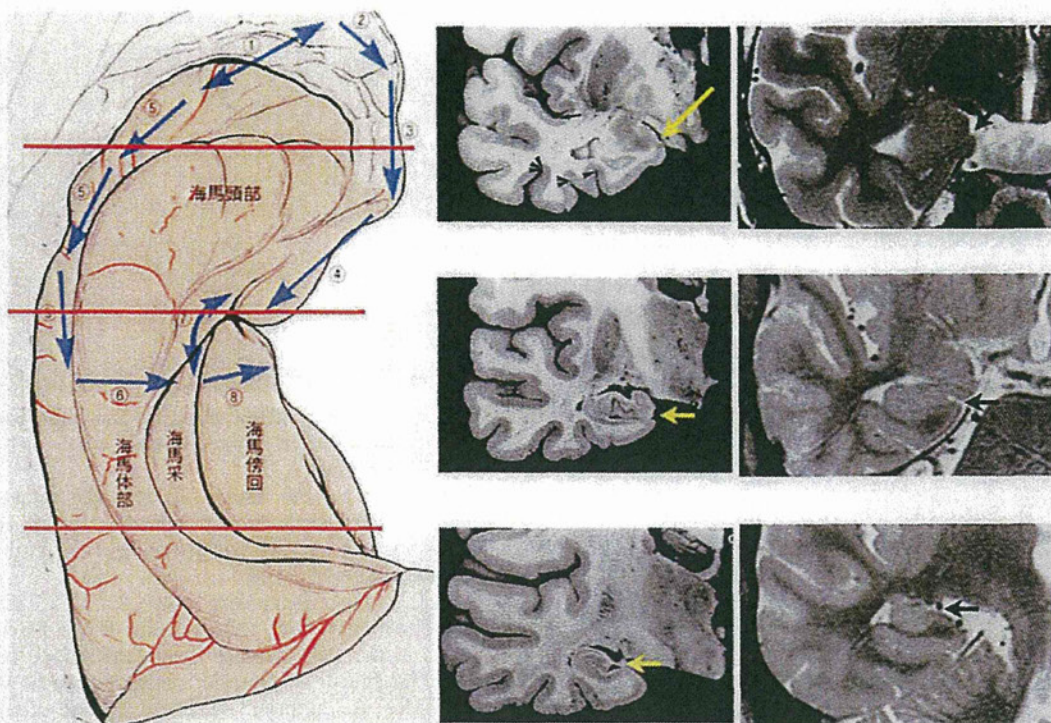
Medial temporal structure and its coronal sections in a cadaveric brain and MRI
